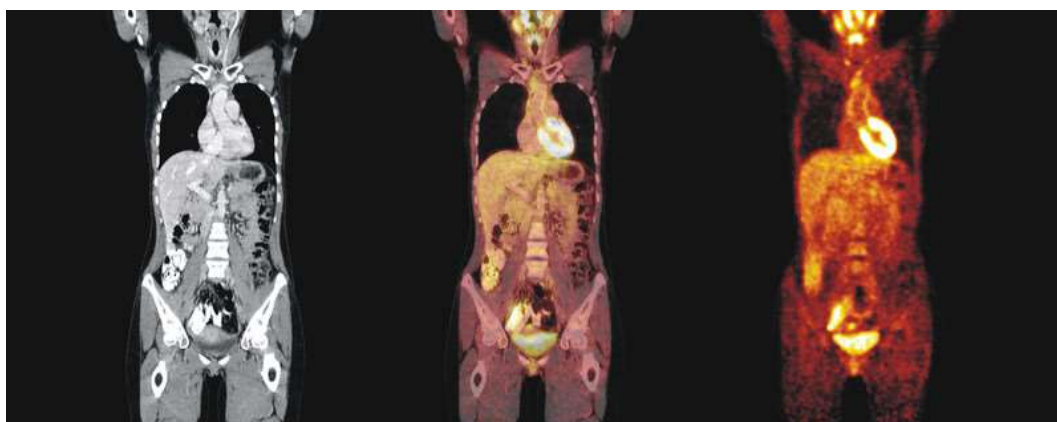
Porovnání PET/CT jater, Zdroj: (Kratochvíl, 2021)
